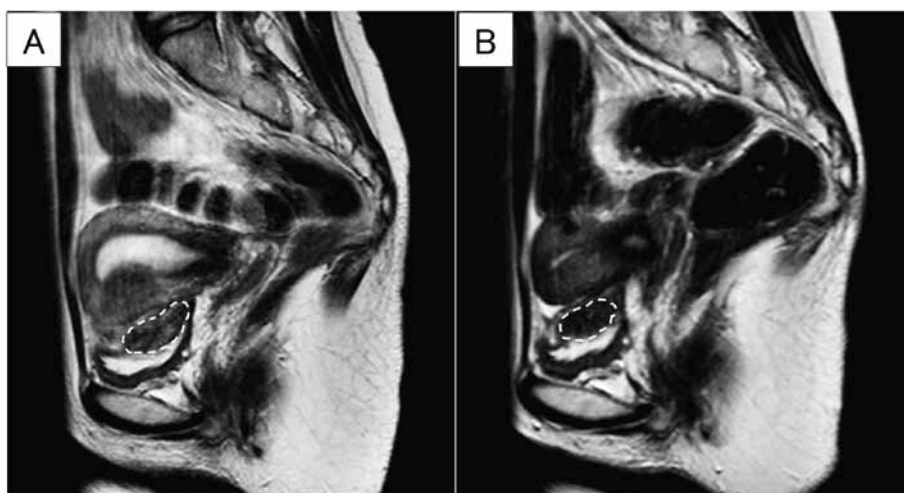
GnRHアゴニスト投与前 (A) と投与後 (B) の骨盤MRI T2強調画像
